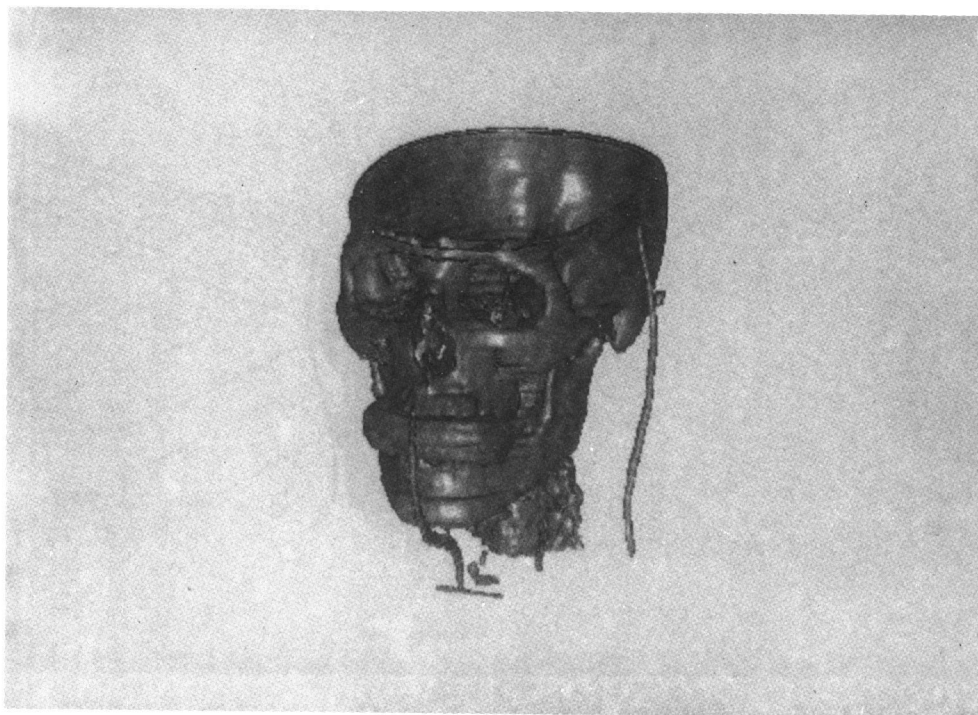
Imagem gerada a partir de dados CT mostrando apenas estruturas ósseas.
